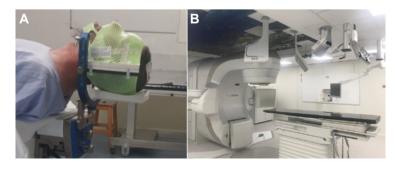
A. Máscara de inmovilización (izda.). B. Vista de un AL moderno con mesa 6D, sistema CBCT, sistema telescópico radiográfico y sistema SGRT.
